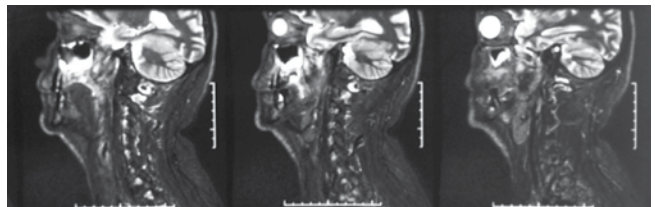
RM cortes sagittales
